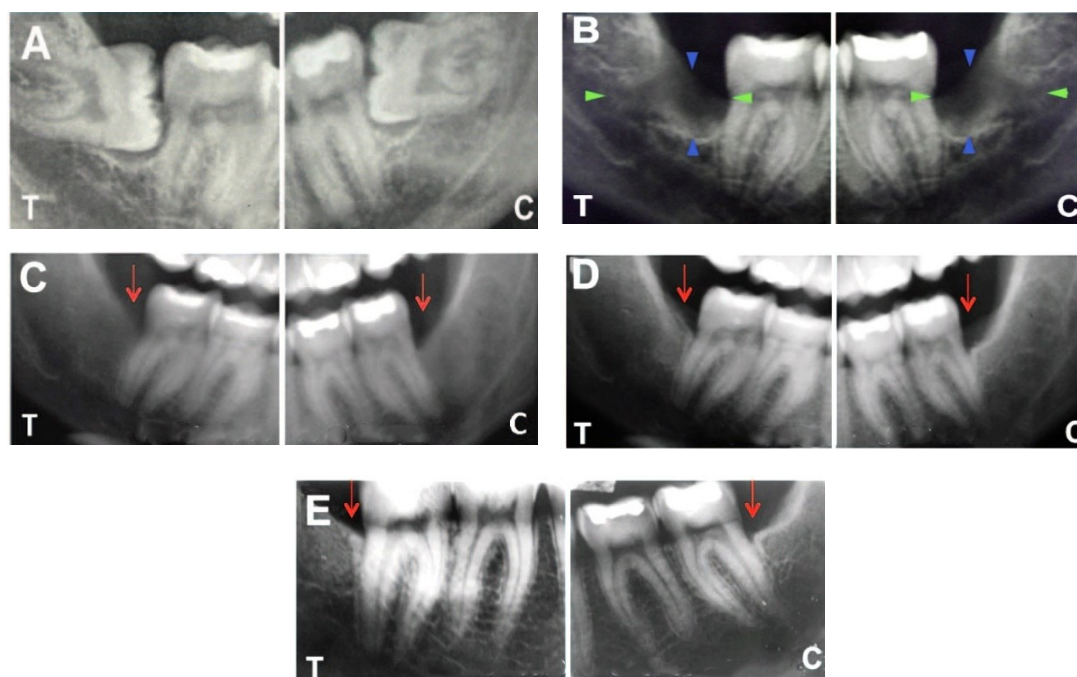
Radiografias representativas dos locais de teste (T) e controle (C) de um paciente, antes e após a cirurgia. (A) antes da cirurgia; (B) imediatamente após a cirurgia; (C) 6 meses após a cirurgia, (D) 12 meses após a cirurgia; (E) 3 anos após a cirurgia. Adaptado de (Giuliani et al., 2013).
